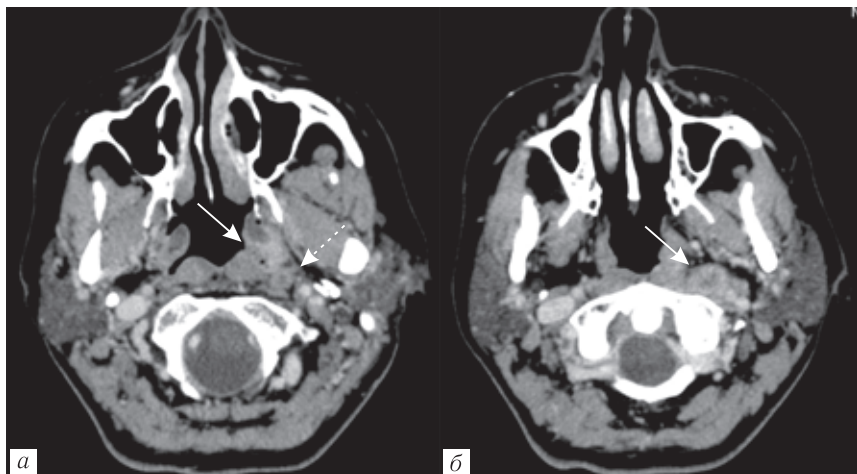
КТ после контрастного усиления, аксиальная проекция: *а* — определяется асимметрия слизистой оболочки носоглотки — опухоль слева (стрелка); *б* — характерный метастатически измененный латеральный ретрофарингеальный лимфатический узел (стрелка). На изображении *а* имеется еще один мелкий латеральный ретрофарингеальный лимфатический узел с признаками нодулярного некроза (пунктирная стрелка)
